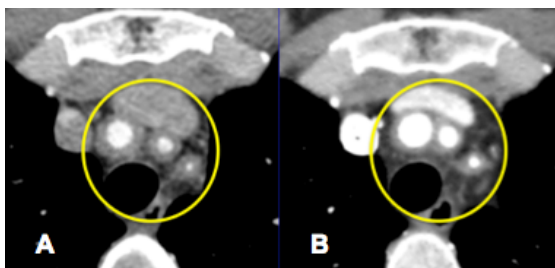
TC de vasos del cuello en mujer de 29 años. A. Estudio inicial, VHS 50 mm/hr. B. Estudio a los 6 meses de tratamiento corticoidal. VHS 3 mm/hr. Disminución de halo inflamatorio de troncos supra aórticos.
